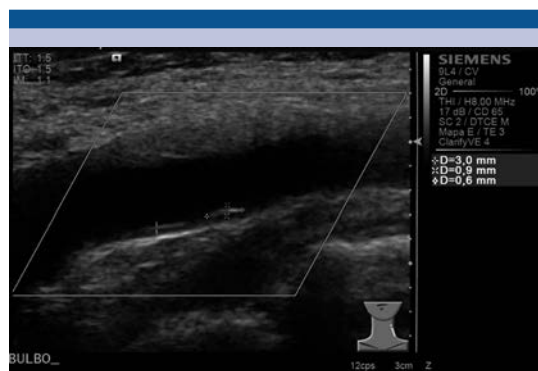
Ultrasonido en escala de grises, donde se identifica placa estable calcificada, localizada en la pared posterior del bulbo carotídeo derecho, en la pared anterior se observa una placa estable blanda.
